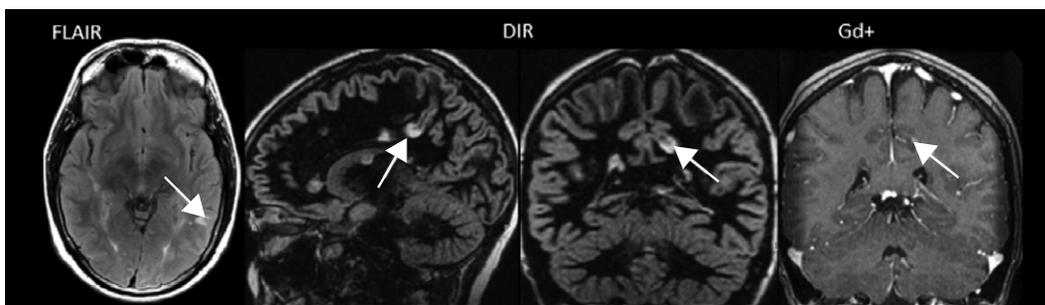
Punto de aprendizaje. Secuencia FLAIR (axial): la flecha anaranjada indica una lesión hiperintensa en U, abierta a la corteza (compromiso de fibras en U - lesión yuxtacortical). Secuencia de recuperación de doble inversión (sagital y coronal): las flechas anaranjadas denotan la presencia de lesión en U o en cuña, con compromiso de la sustancia blanca y la sustancia gris (lesión yuxtacortical). Esta misma lesión presenta refuerzo en anillo incompleto hacia la corteza cerebral en la secuencia T1 postgadolinio, característica de las lesiones desmielinizantes por EM.
